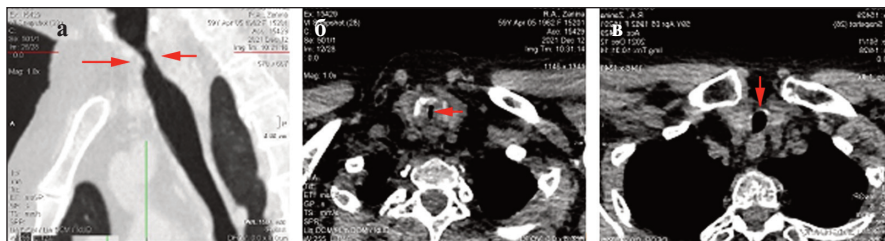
КТ трахеи в сагиттальной (а) и коронарной (б, в) проекциях: а — локальное сужение просвета трахеи до 8 мм по типу песочных часов на уровне Т1–II (стрелки); б — стеноз трахеи (стрелка); в — просвет трахеи ниже уровня стеноза (стрелка)
